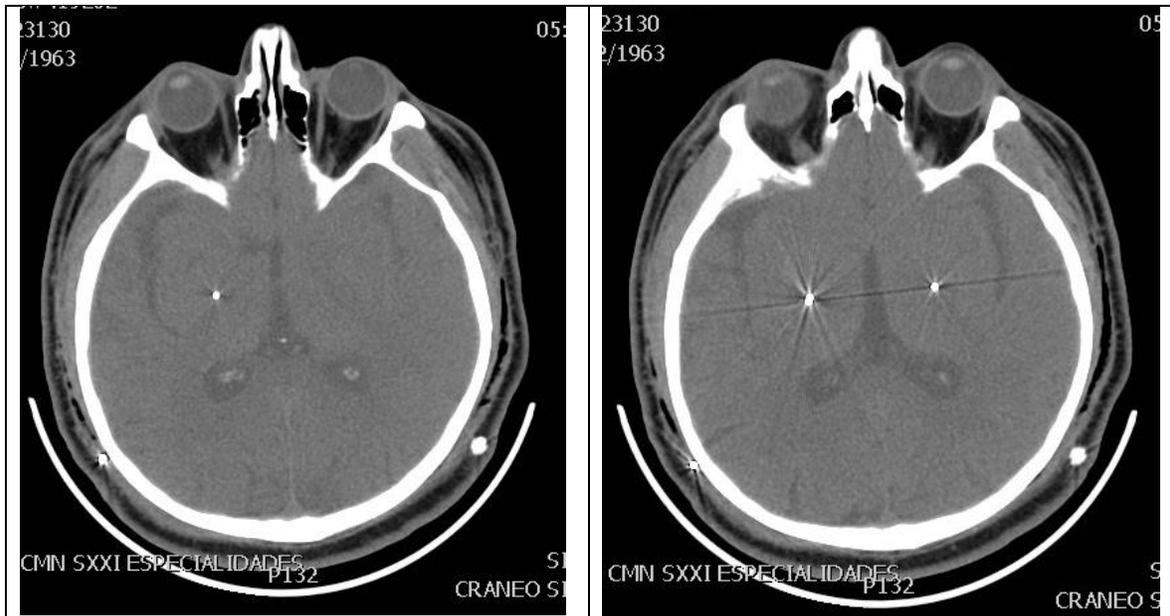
Tomografía en cortes axiales a nivel del GPi donde se observan los electrodos colocados aparentemente de manera simétrica.
